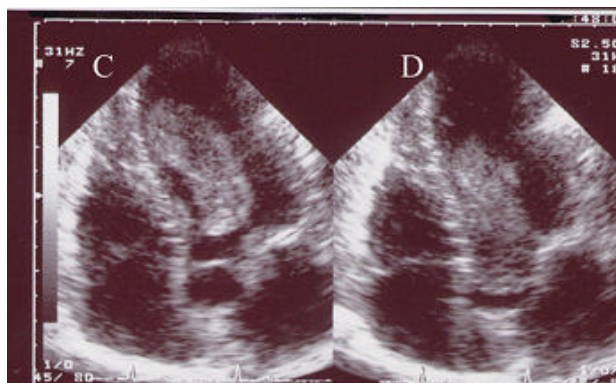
Ecocardiograma transtorácico 2D:
